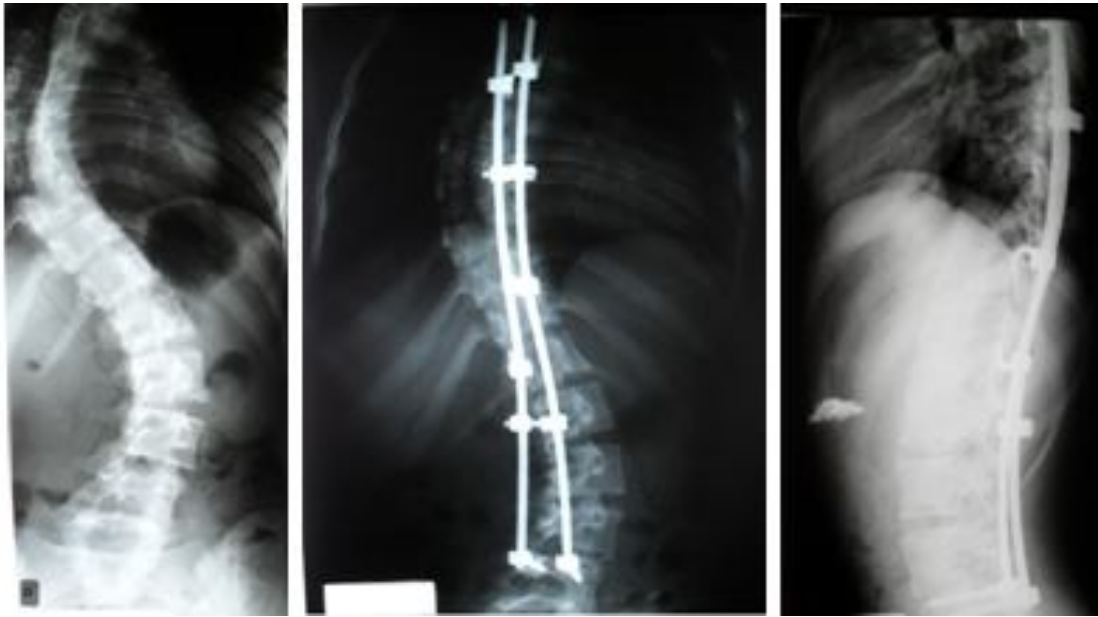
Radiographie du rachis face montrant une scoliose à double courbure traitée par une arthrodèse postérieure instrumentée SCS avec 50% de réduction
